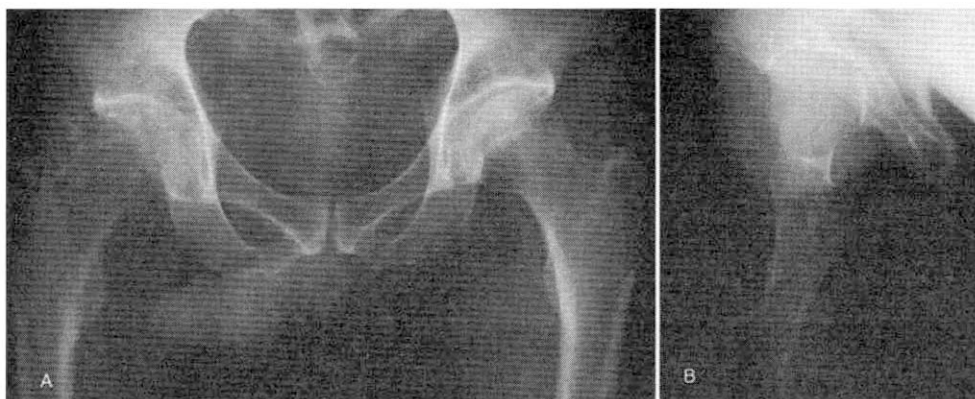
Anteroposterior(A) and lateral(B) radiograph of both hip joint(2003-8-24)
